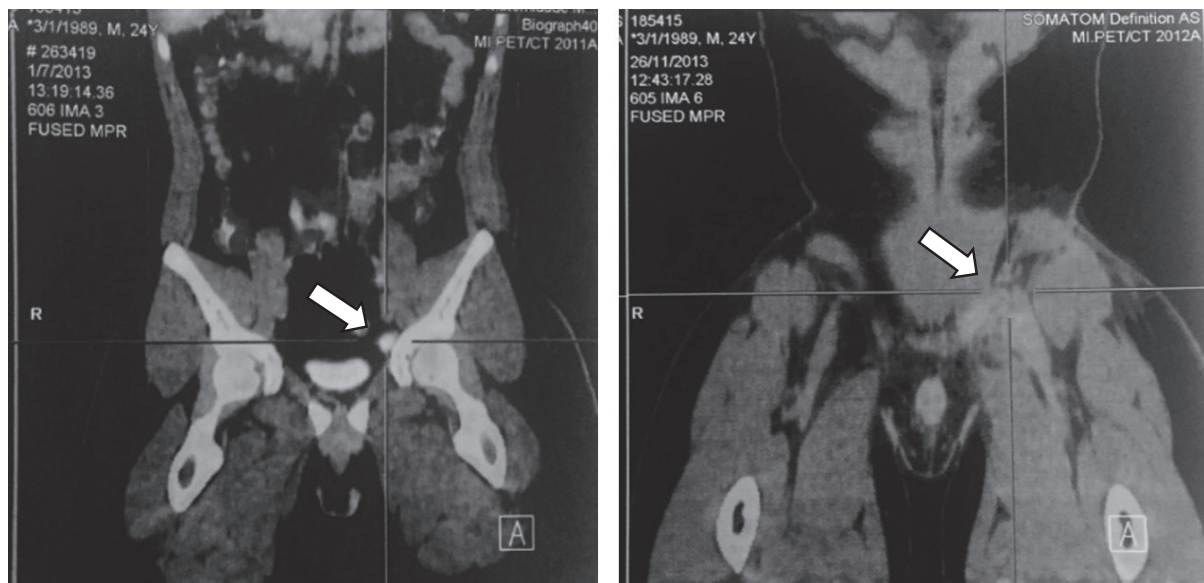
Imagem do PET-CT de 1/7/2013, à esquerda, que mostra lesões hipermetabólicas em linfonodomegalias nas cadeias ilíacas interna e externa à esquerda (provavelmente secundários – SUV 10,2, medindo até 1,4cm). Já na imagem do PET-CT de 26/11/2013, à direita, após término da quimioterapia, não mais se observa a captação em linfonodos e linfonodomegalias nas cadeias ilíacas interna e externa em comparação com o estudo anterior
